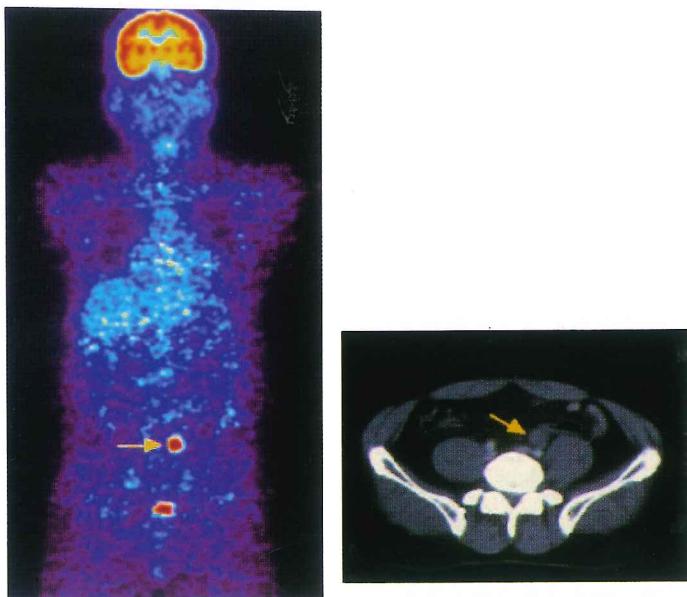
CT像。心筋下部の集積は転移であることが半明。
